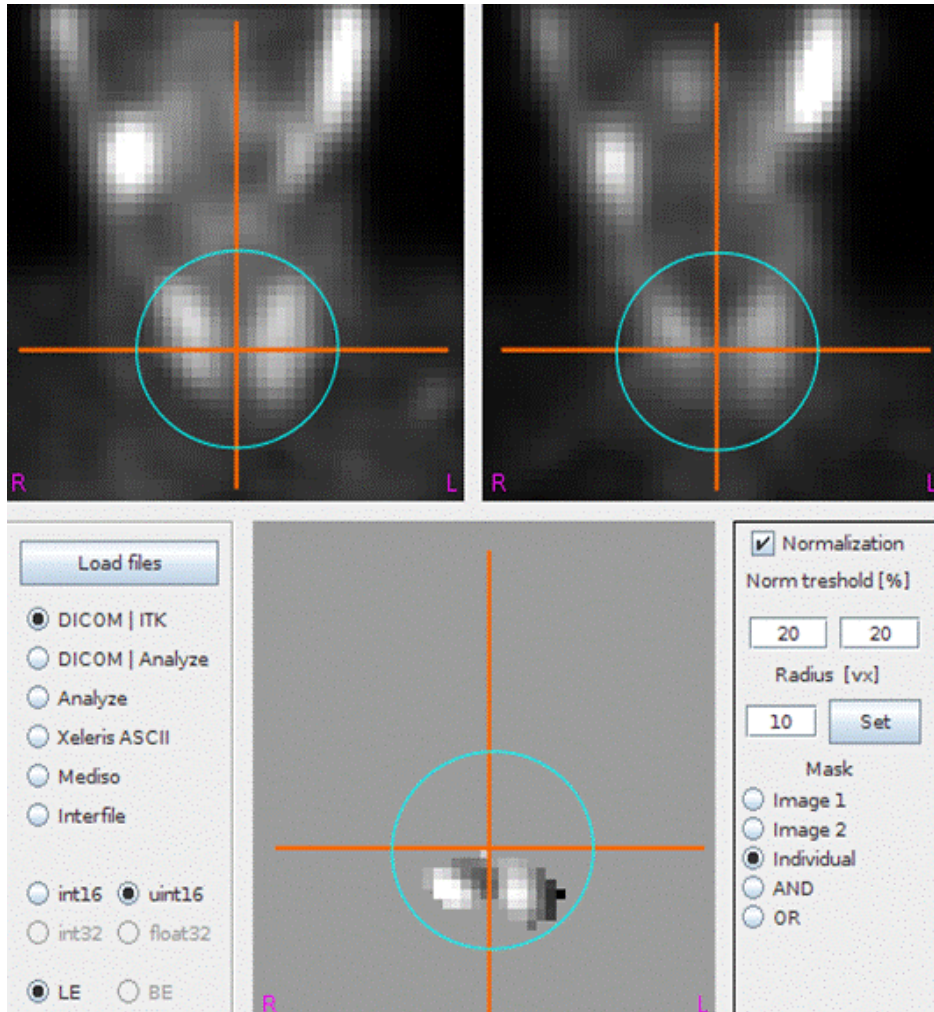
SPECT pomocí $^{99m}\text{Tc-MIBI}$
